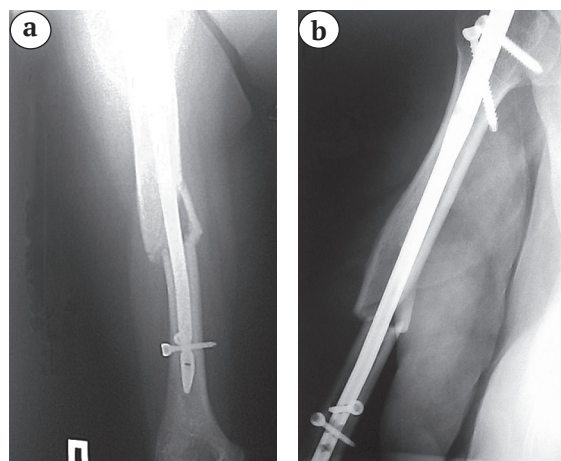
Рентгенограммы правой плечевой кости через один месяц после операции:
